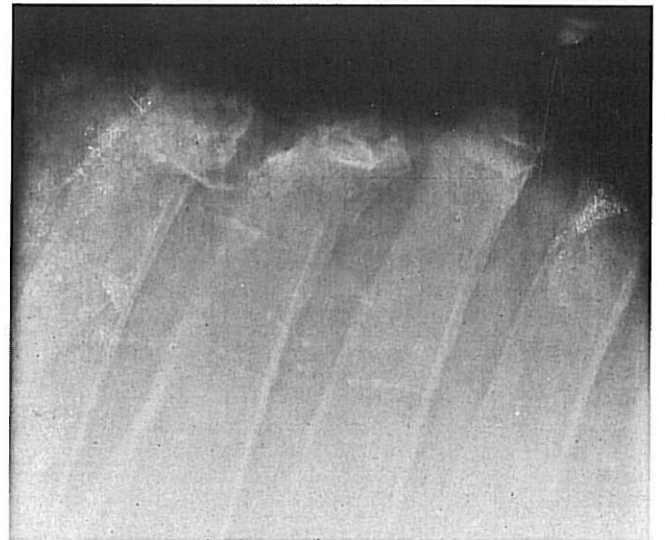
c: 42 A/89 Kbr. Wall, 6 J., Vollblut: Wiederrist, Röntgenaufnahme, laterolateraler Strahlengang; die proximalen Enden der Dornfortsätze von Th 5 und Th 6 sind frakturiert, seitlich und etwas nach kaudal verlagert und in dieser Fehlstellung wiederum verwachsen.
